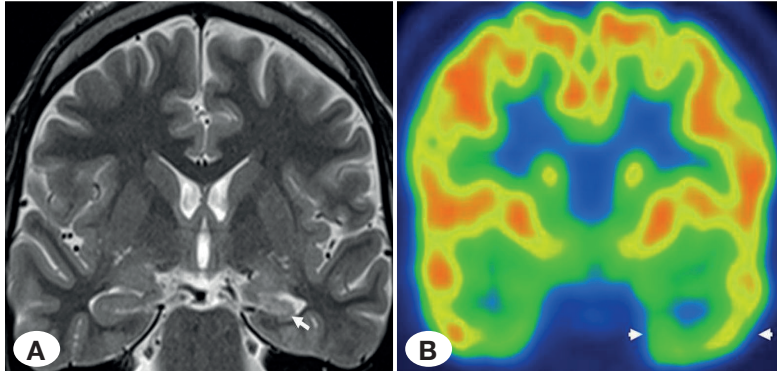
The concordance between MRI and FDG-PET in a 28-year-old male with hippocampal sclerosis. A) Coronal oblique fast spin-echo T2-weighted image (TR/TE: 4000/100 ms) shows atrophy and increased signal of the left hippocampus (arrow). B) Coronal oblique FDG-PET scan shows hypometabolism in the left temporal lobe (arrowheads).
